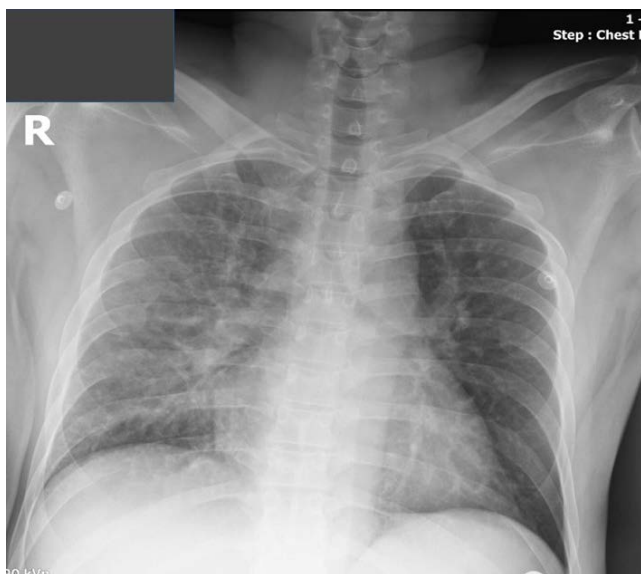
Posterior anterior chest X-ray image
